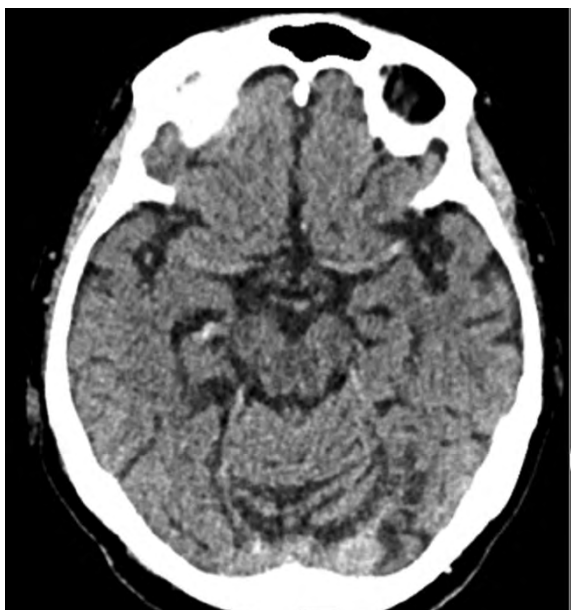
Пациентка Р., МСКТ на момент поступления: симптом «яркой» точки СМА слева. Источник: составлено авторами
